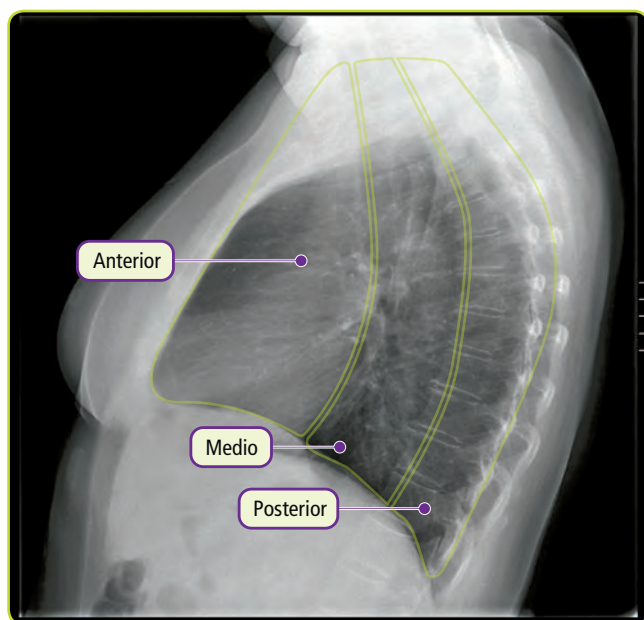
Radiografía lateral de tórax: compartimentos mediásticos.
